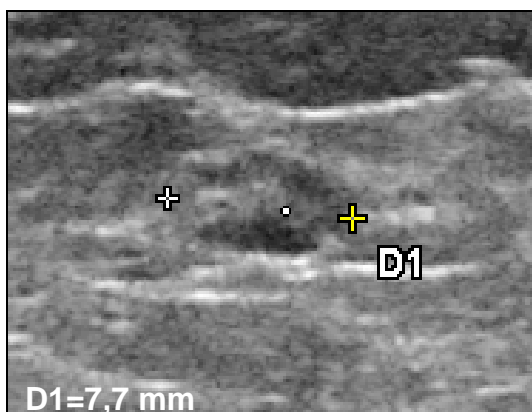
Sonographische Aufnahme eines ebenfalls unauffälligen, jedoch nicht vergrößerten axillären Lymphknotens
